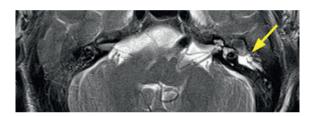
(Б). МРТ правого внутреннего слухового прохода, Т2-ВИ в аксиальной плоскости
